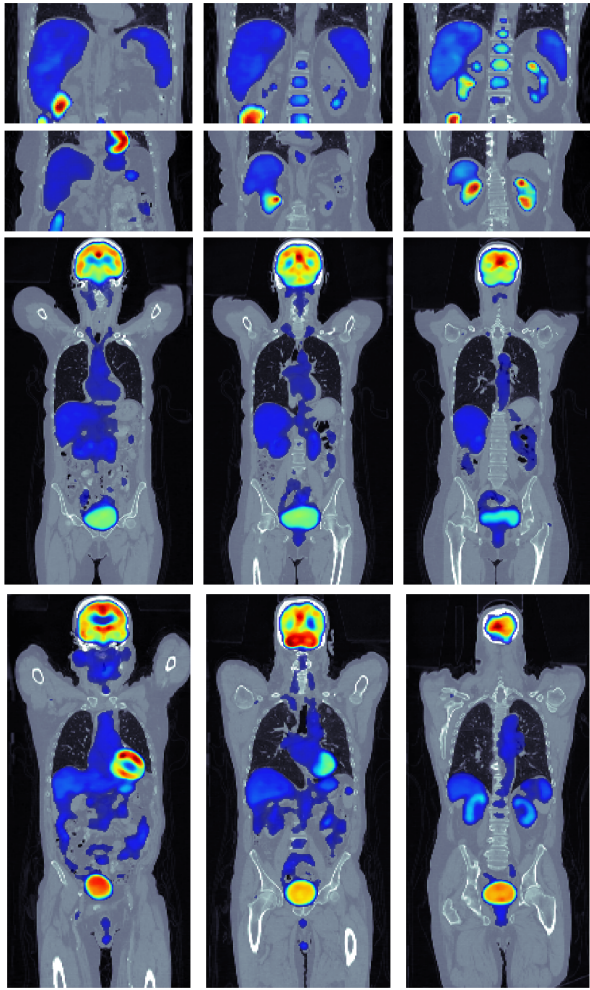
Imágenes PET/CT de los cuatro pacientes luego de haber sido segmentadas por K-Means, umbraladas y suavizadas
